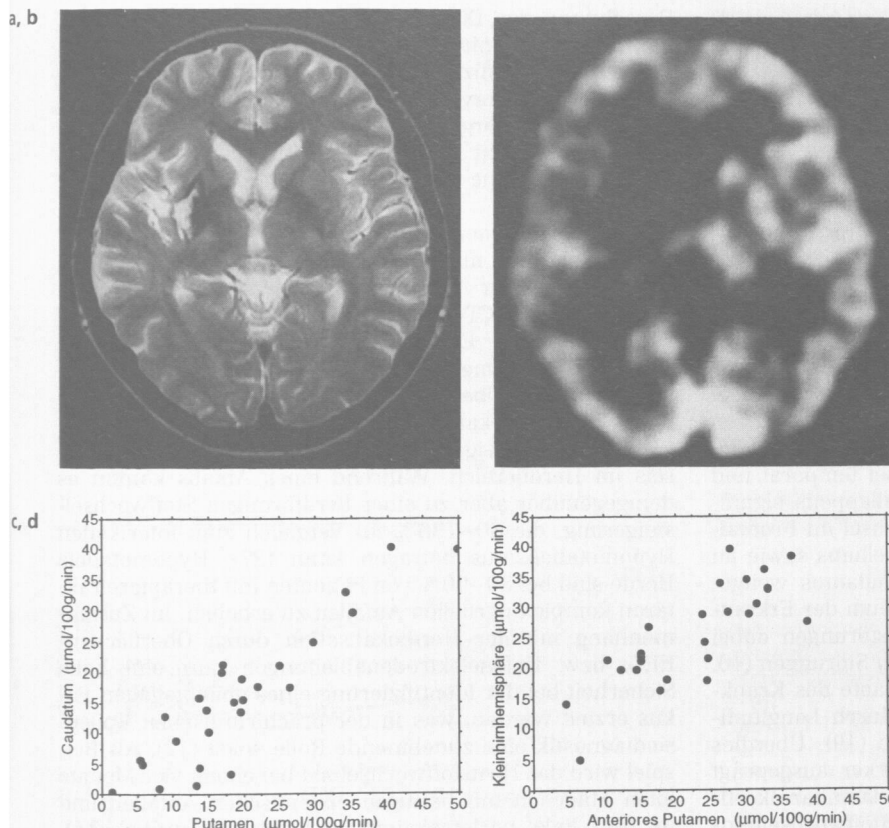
Umschriebene ischämische Hirn-läsion im Putamen rechts im MRT (a) mit ausgedehnter Minderung des ipsilateralen zerebralen Glukosestoffwechsels (b) ebenfalls im Caudatum und Thalamus sowie dem angrenzenden Kortex. Korrelation der rCMRGlu-Minderungen bei 28 hemiparetischen Patienten mit fokalen striatokapsulären, thalamischen und kortiko-subkortikalen Hirninfarkten in Putamen und Caudatum ($r = 0,91$; $p < 0,001$) (c) und im vorderen Putamenanteil und der kontralateralen Kleinhirnhemisphäre ($r = 0,78$; $p < 0,001$) (d).
